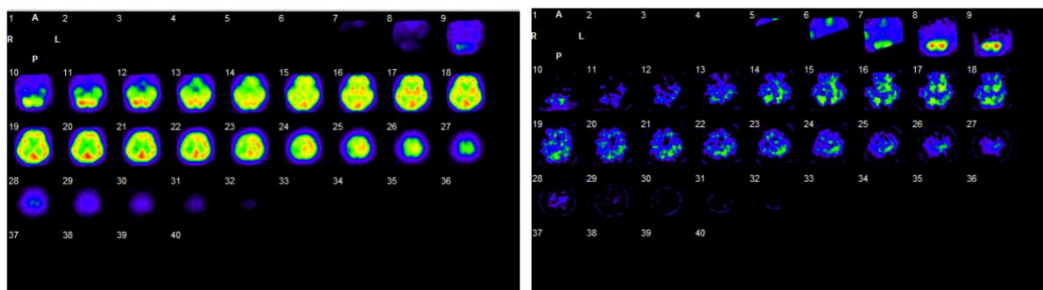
QSPECT DTARG 法 脳血流定量化プログラム
